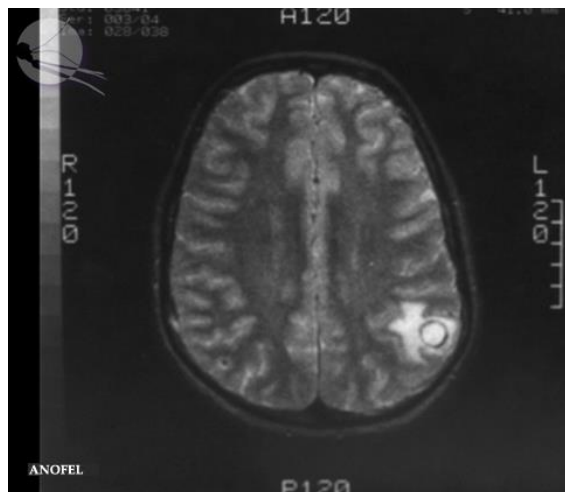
Cysticercose cérébrale : aspect radiologique (IRM : image pondérée en T1)
